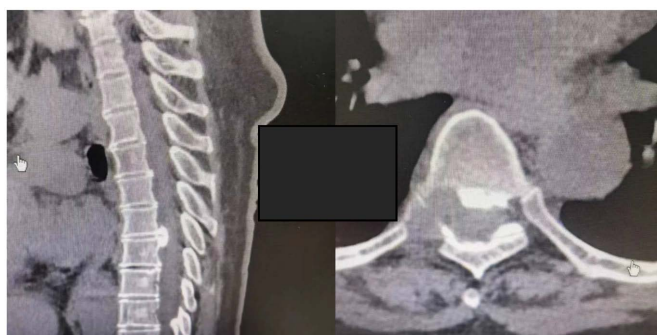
CT scan of thoracic spine was performed 1 month after operation
